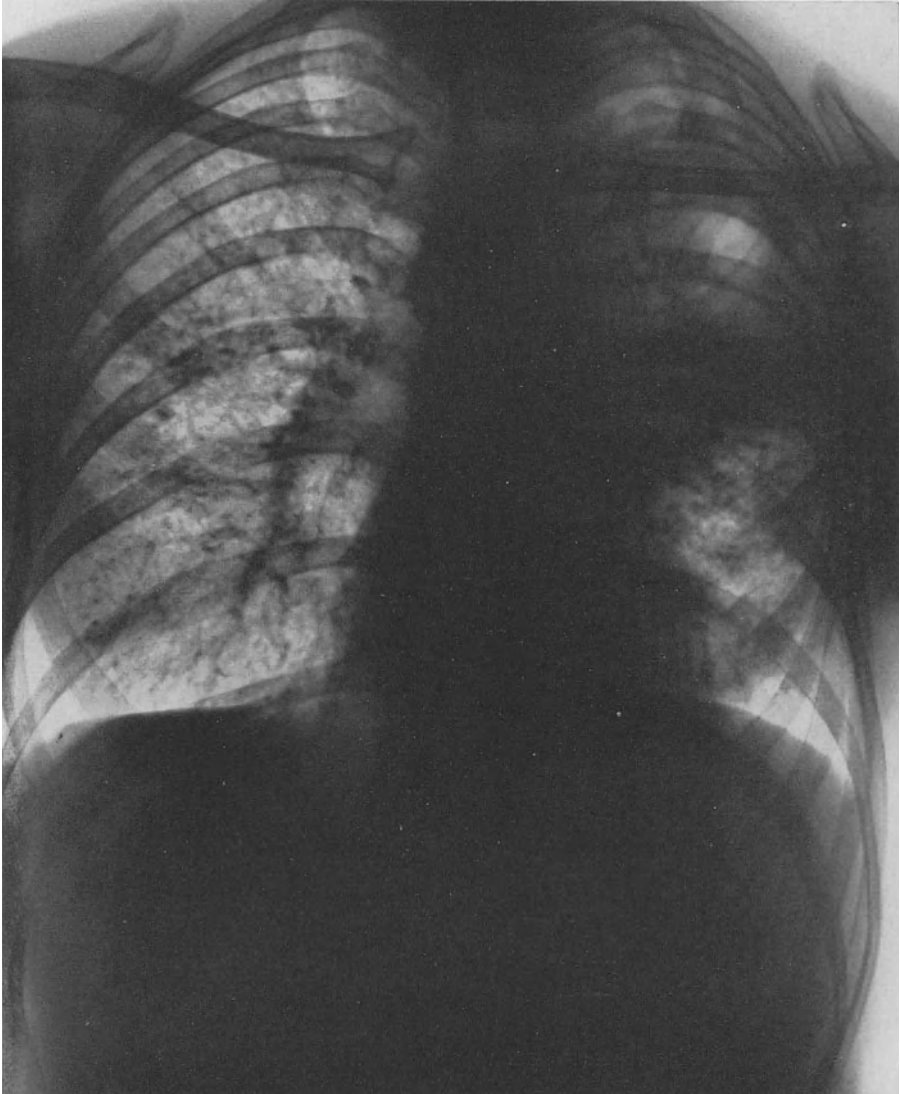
Tuberkulo-Silikose (Silikose geringgradig, deshalb nicht entschädigungspflichtig). Klinisch wird das Krankheitsbild beherrscht von der Tuberkulose; auch röntgenologisch steht vor allem links das Tuberkulosegeschehen im Vordergrund. Die Art der Veränderungen in der rechten Lunge läßt eine Abgrenzung gegenüber Silikose nicht eindeutig zu. Im Vergleich mit früheren Röntgenbildern war retrospektiv die fortschreitende Entwicklung der Lungentuberkulose klar zu erkennen, so daß eine schwere Staublungentuberkulose abgelehnt werden mußte. Der Befund wurde durch die Sektion bestätigt. [Aus I. LOCHTKEMPER: Arch. Gew. Path. Bd. 3 (1932).]
